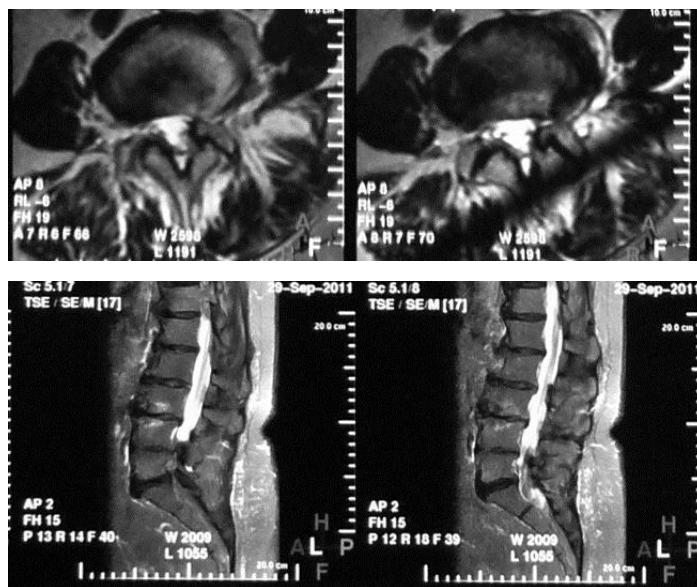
МРТ пояснично-крестцового отдела позвоночника: на уровне L4-L5, L5-S1 стеноз позвоночного канала.
